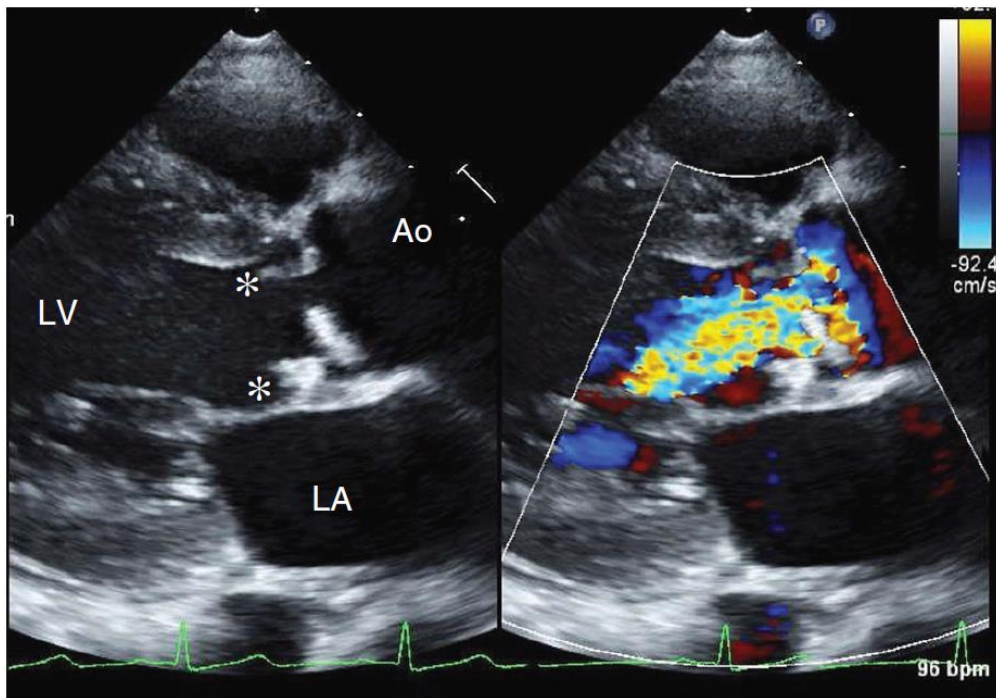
Echographie cardiaque chez un patient souffrant d'une endocardite infectieuse d'origine bactérienne montrant des végétations valvulaire (désignées par*), et leur effet destructeur sur la valve aortique [74]. L'image du doppler montre la régurgitation importante par l'insuffisance aortique sévère. Ao : aorte; LA : oreillette gauche, LV :ventricule gauche.
